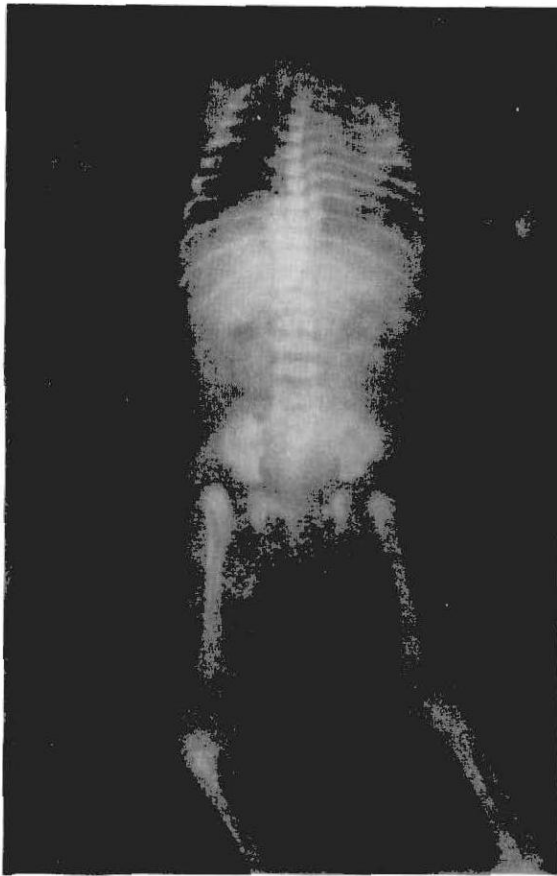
Radiografía de recién nacida: grandes espacios articulares en codos, pseudoartrosis en clavícula, luxación bilateral de caderas, acetábulo horizontal, luxación de rodillas.
